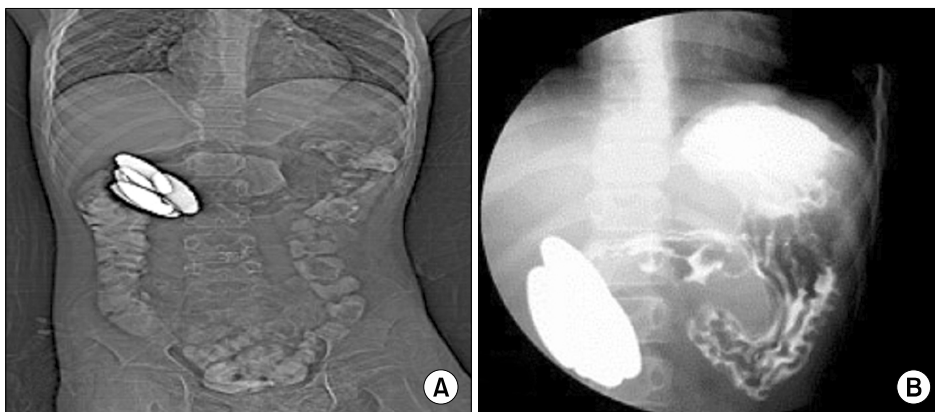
(A) Abdominal CT shows high density metallic objects in the right upper quadrant. (B) Upper gastrointestinal series shows radiopaque foreign bodies in the right upper quadrant. Foreign bodies in the duodenum cause near totally obstruction. Fistula formation from lesser curvature body of the stomach to the duodenal bulb is noted.
